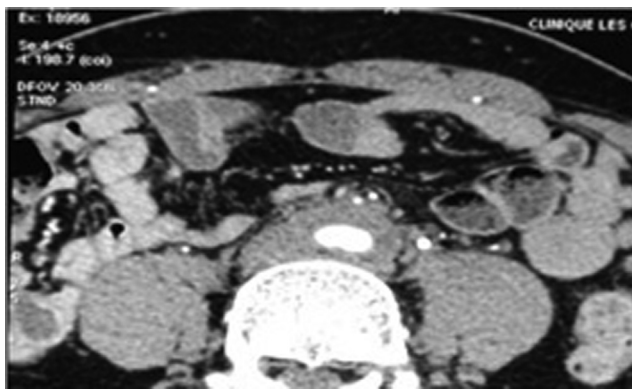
TDM avec injection IV de produit de contraste confirme la présence d'un manchon hypodense, rétro-péritonéal, périaortique.
